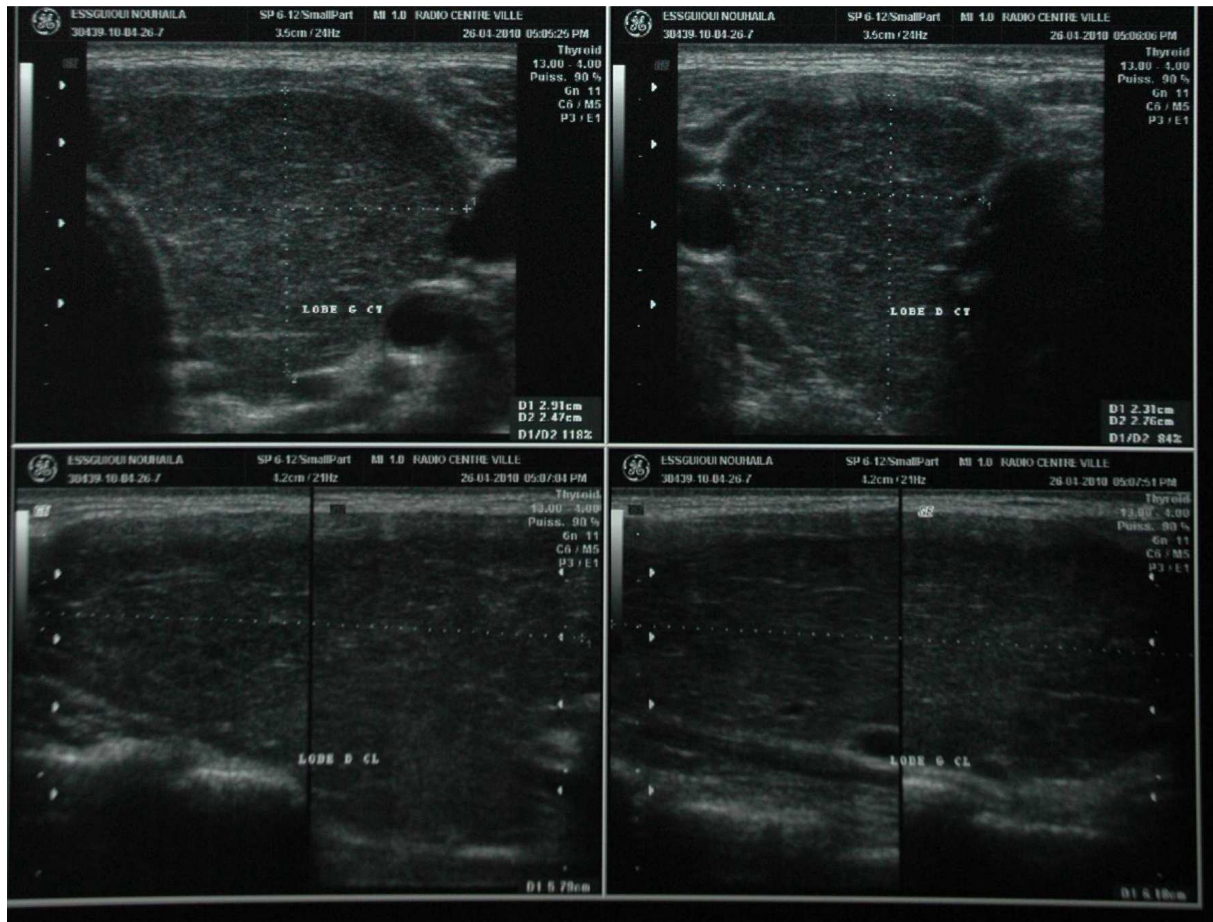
échographie thyroïdienne du cas rapporté dans l'observation n°1 montrant un goitre homogène volumineux .
